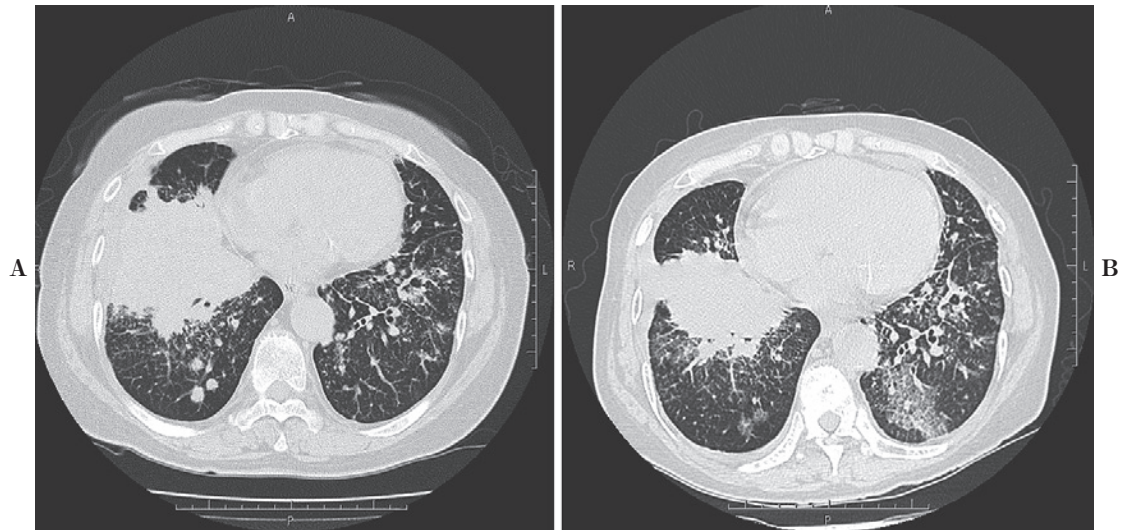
Chest X-ray film on admission showed multiple masses in the right lung and ground glass opacities in the left lung (A). After 7 days of treatment, chest X-ray film revealed regression of multiple masses (B). After 9 days of treatment, chest X-ray film showed new ground glass opacities in the right lung (C). Gefitinib was discontinued and prednisolone was initiated with a dose of 1000 mg/day. Chest X-ray film revealed slight regression 20 days after initiation of the mutation of treatment (D).
